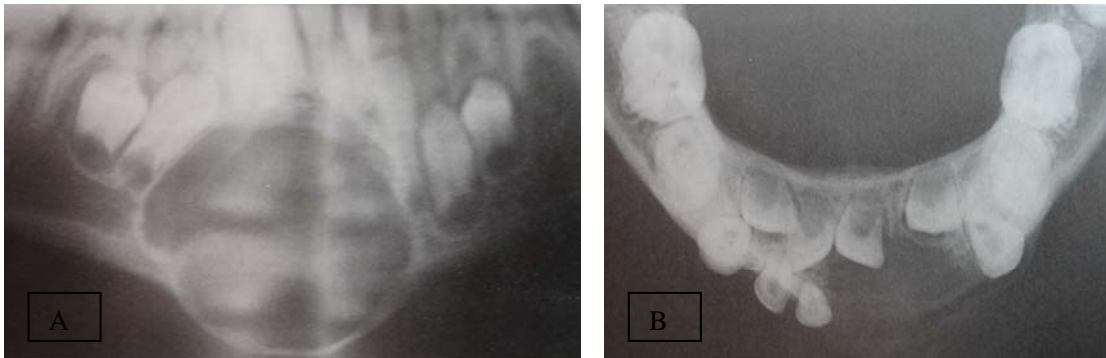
Granuloma Central de Células Gigantes. A. En la radiografía panorámica se observa una lesión expansiva grande y radiolúcida en la zona anterior de la mandíbula. 9. En la radiografía oclusal se observa una lesión radiolúcida con expansión del hueso cortical.
